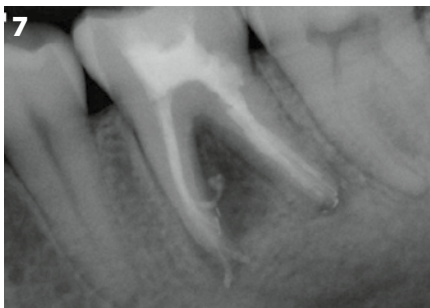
Abschließendes Röntgenbild.
